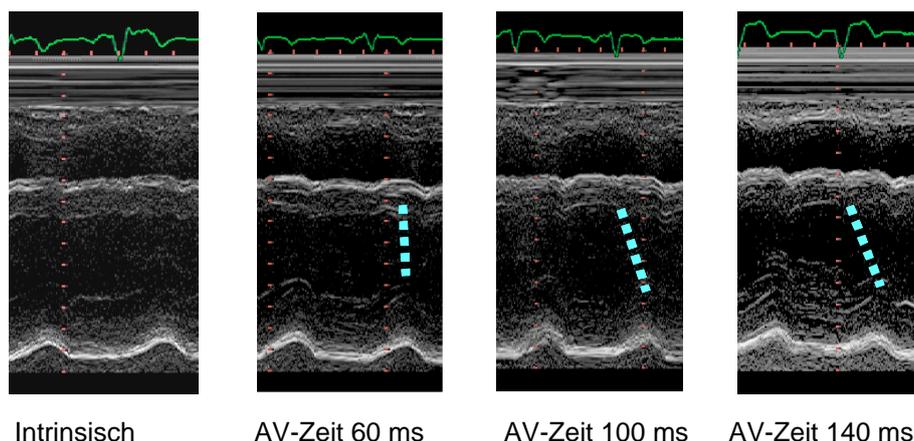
Unter intrinsischer Überleitung typische Flutterbewegung des Septums, unter biventrikulärer Stimulation mit einer AV-Zeit von 60 ms nahezu synchrone Kontraktion von septalem und posteriorem Wandabschnitt. Zunahme der Desynchronisation bei zu langer AV-Zeit (M-Mode: parasternale lange Achse)
